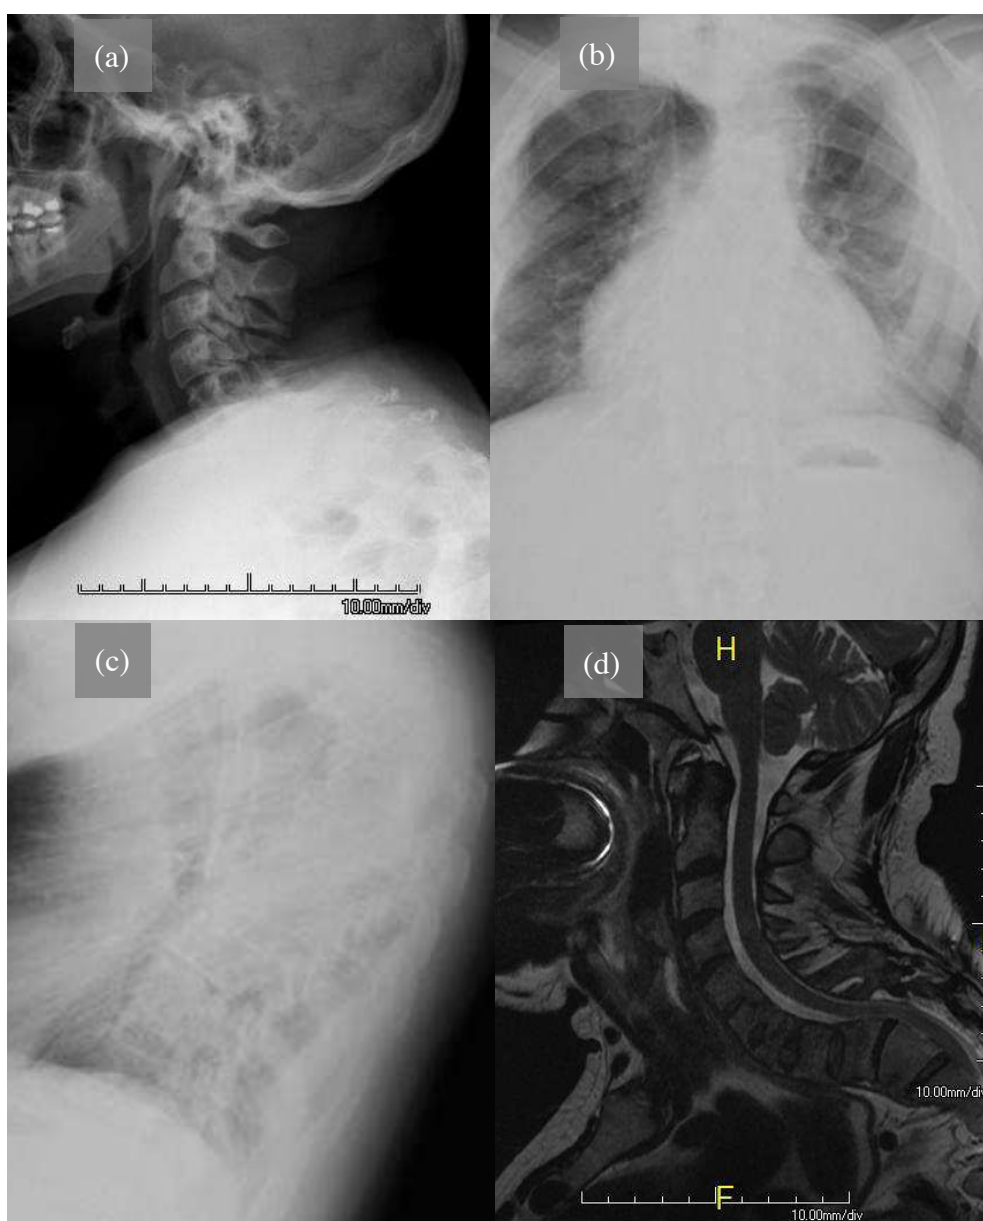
Cifoesciose em paciente com 35 anos de idade com raquitismo hipofosfatêmico e mielopatia torácica: radiografias da coluna cervical em perfil (a), da coluna torácica nas incidências anteroposterior (b) e perfil (c) e ressonância magnética plano sagital (d). Arquivo pessoal do autor.
